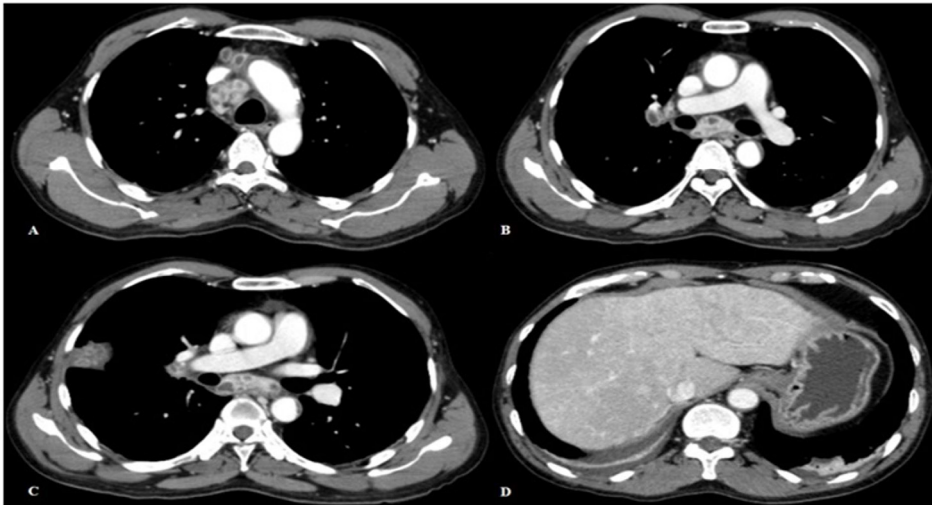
Computed tomography chest and upper abdomen scan showed multiple enlarged lymph nodes with centrally low-attenuating at (A) prevascular and right paratracheal station, (B) subcarinal and right hilar station. Imaging also demonstrated mass-like consolidation with internal multiple small round rim-enhancing lesions at subpleural area of lateral segment of right middle lobe (C) and inhomogeneous liver parenchyma on portal venous phase with small amount of bilateral pleural effusion (D).
